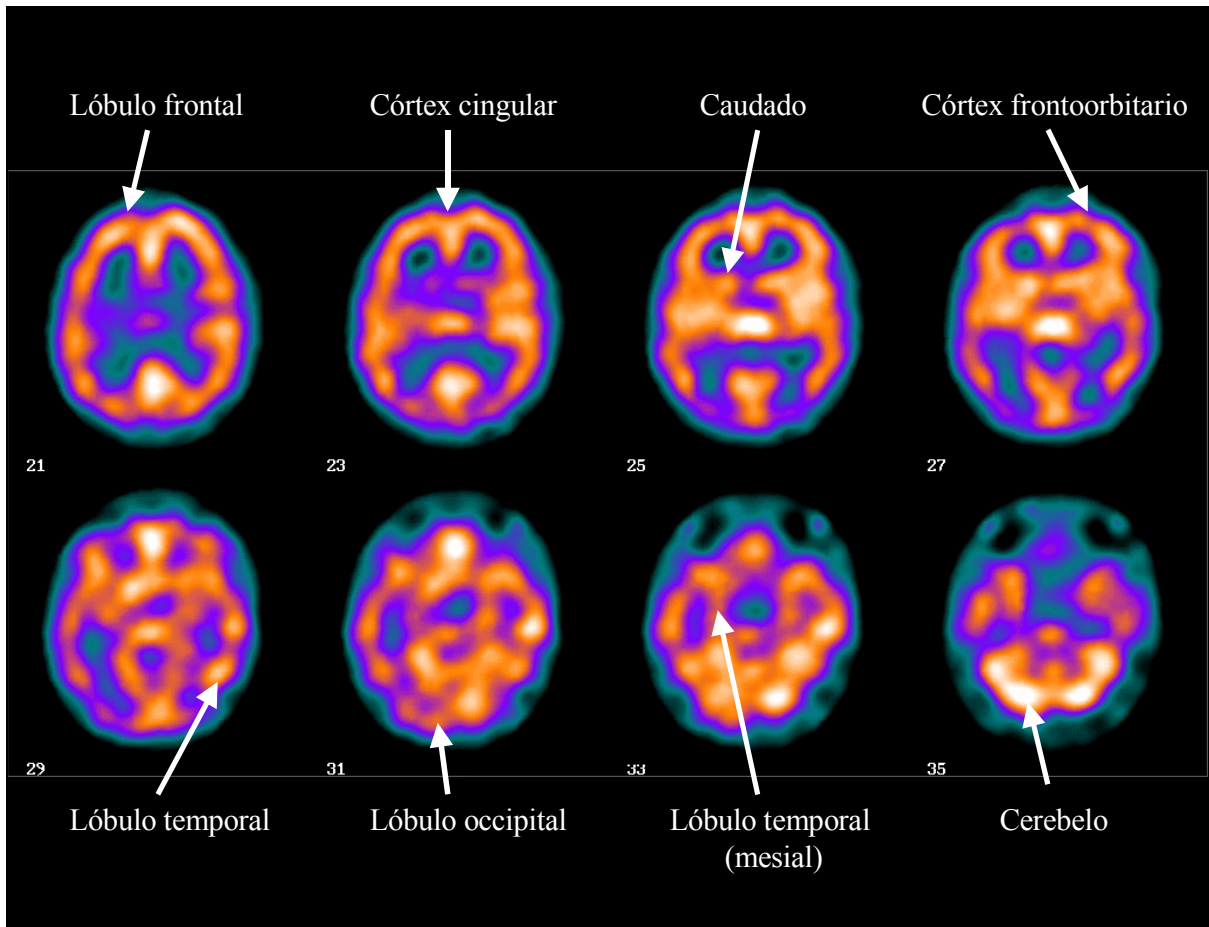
SPECT cerebral de perfusión con ^{99m}Tc -HMPAO en un paciente de nuestra serie con TOC. Cortes transversales.
